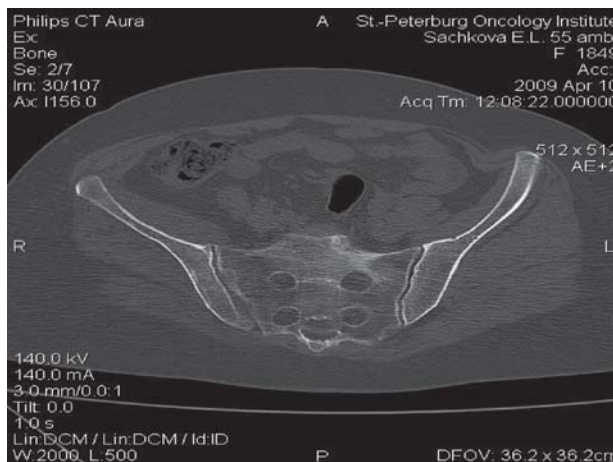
Фрагмент компьютерной томограммы костей таза у больной карциномой молочной железы. Данных за наличие костных метастазов не получено.
